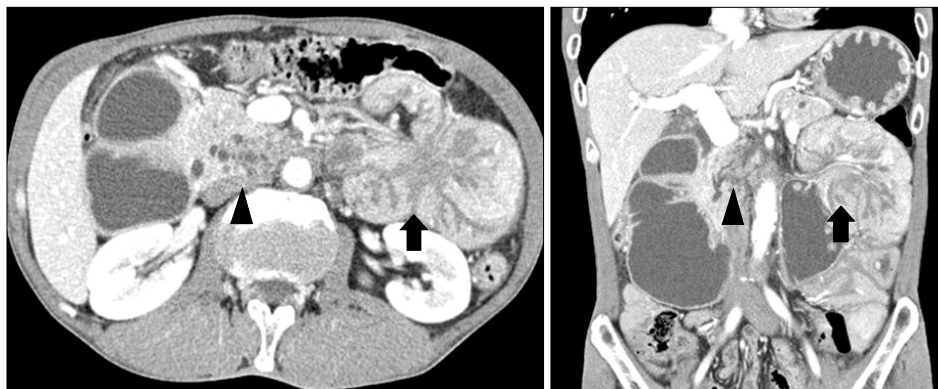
Abdominal CT finding. Cystic lesions (about 4 cm) in uncinate process of pancreatic head were observed (head arrows) and jejunojejunal intussusception (about 10 cm) due to jejunal polyps was observed (arrows).
